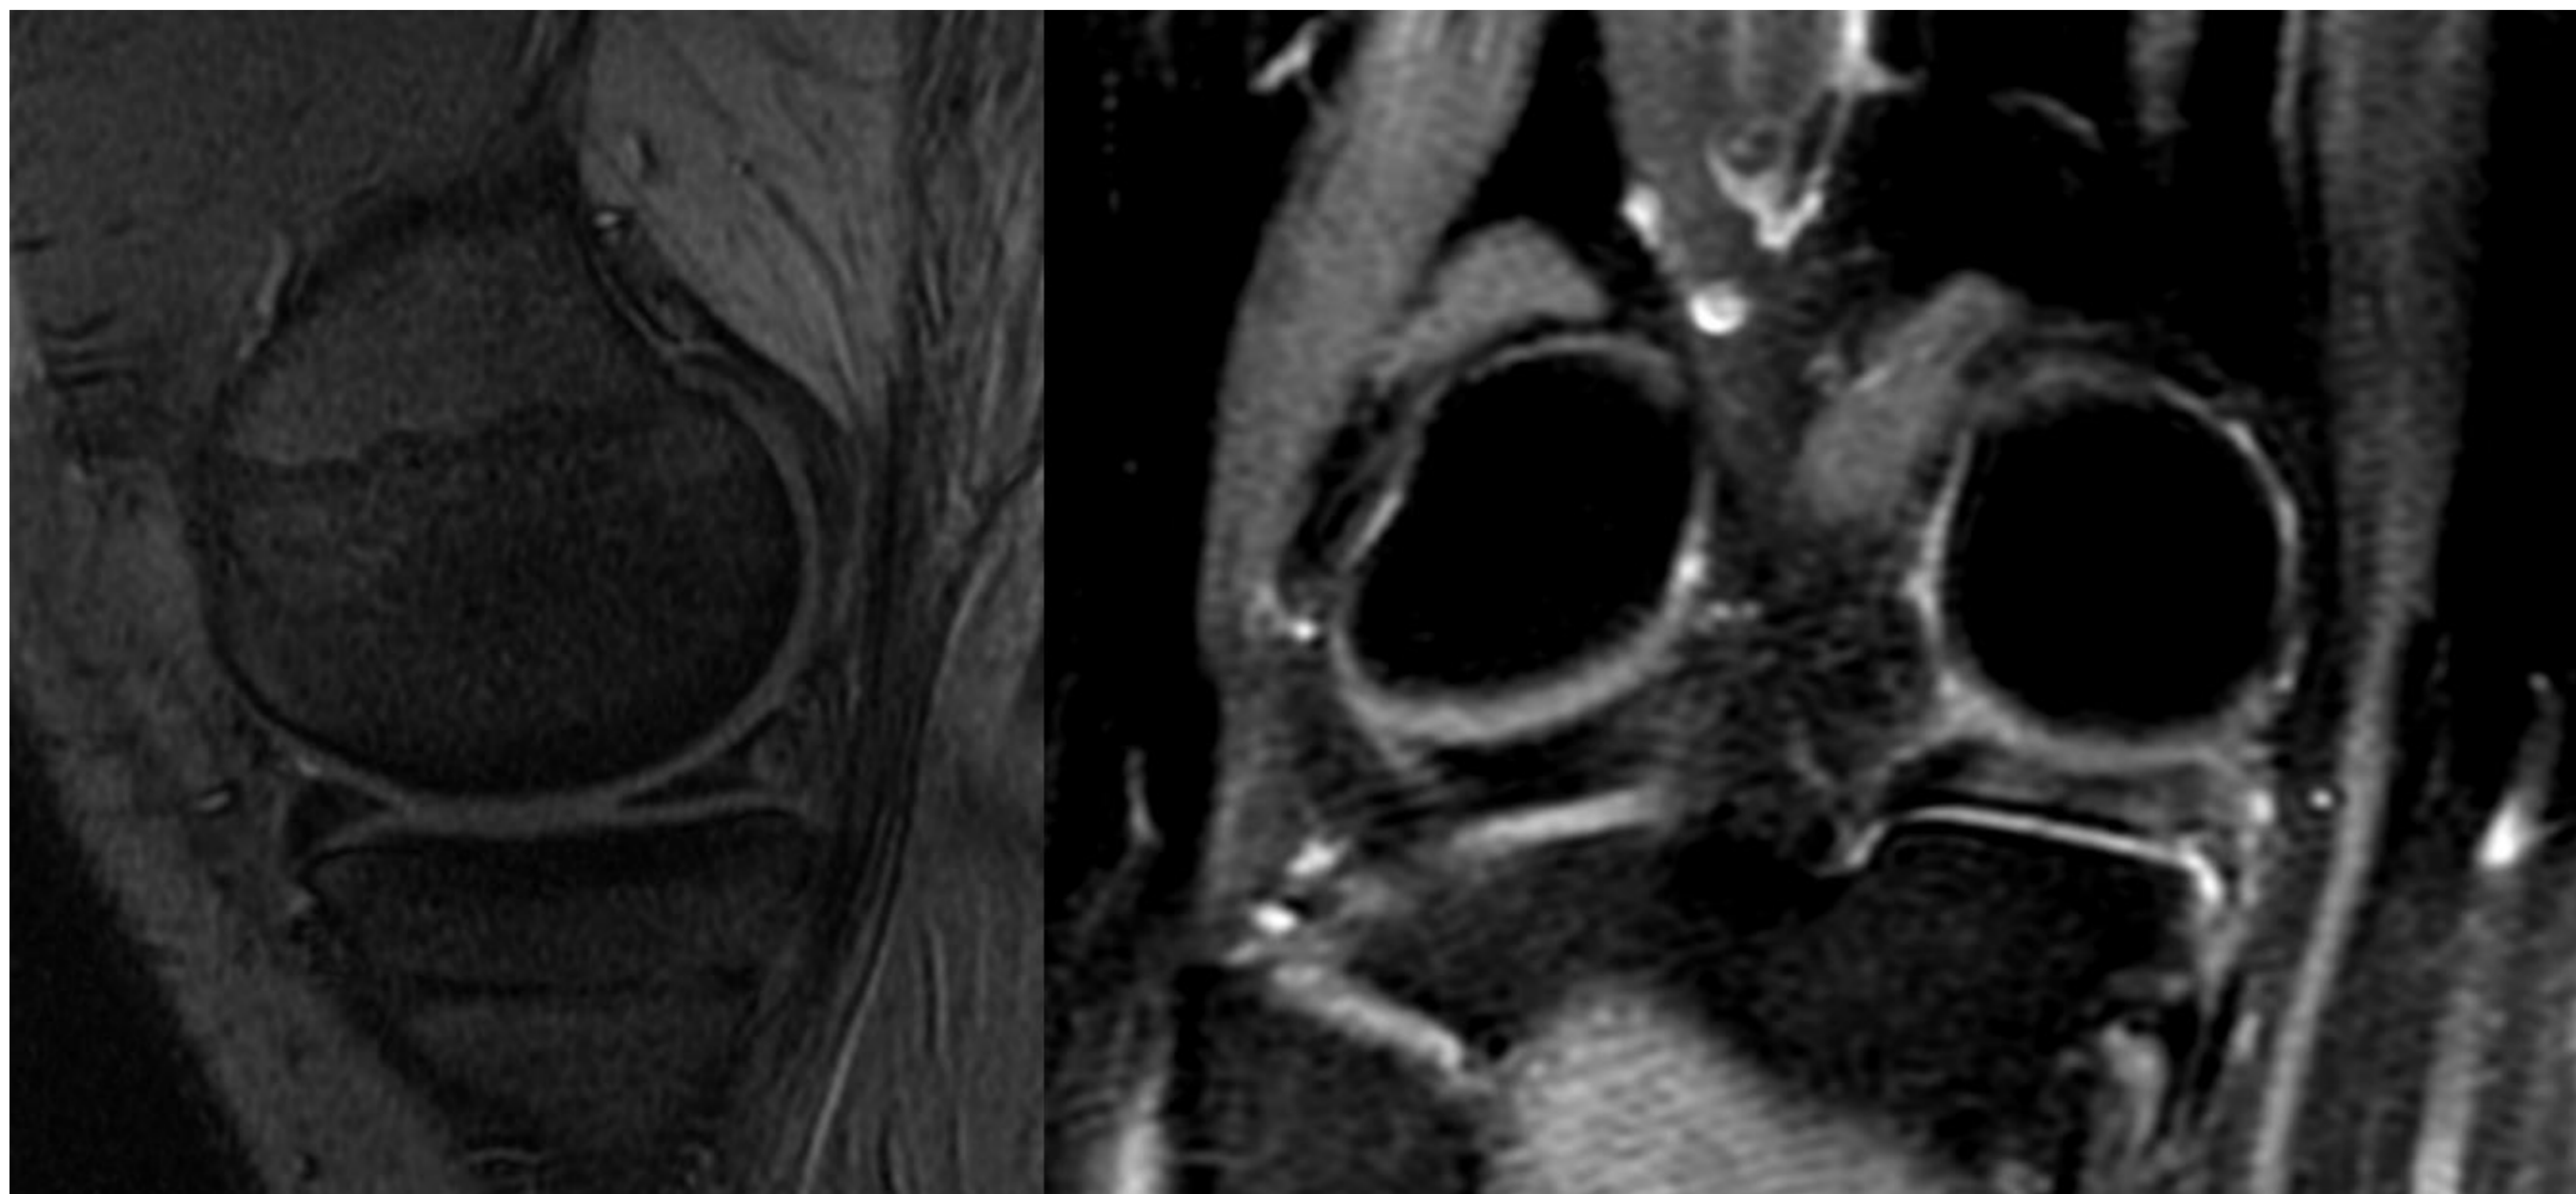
Las imágenes A y B corresponden a una RM de control que el paciente de la figura anterior se realiza a los 9 meses debido a persistencia de dolor. En esta imagen se aprecia en el corte sagital la presencia de tejido de alta intensidad de señal en secuencias T2, tanto en sagital como en coronal. Dado el AP de reparación hace menos de 1 año, se informó que esa imagen puede corresponder con tejido de granulación, y se recomendó realizar artroscopia diagnóstica, en la que no se vió rerotura. Por lo tanto, los hallazgos estaban en relación con tejido de granulación, normal hasta el año de la intervención.
